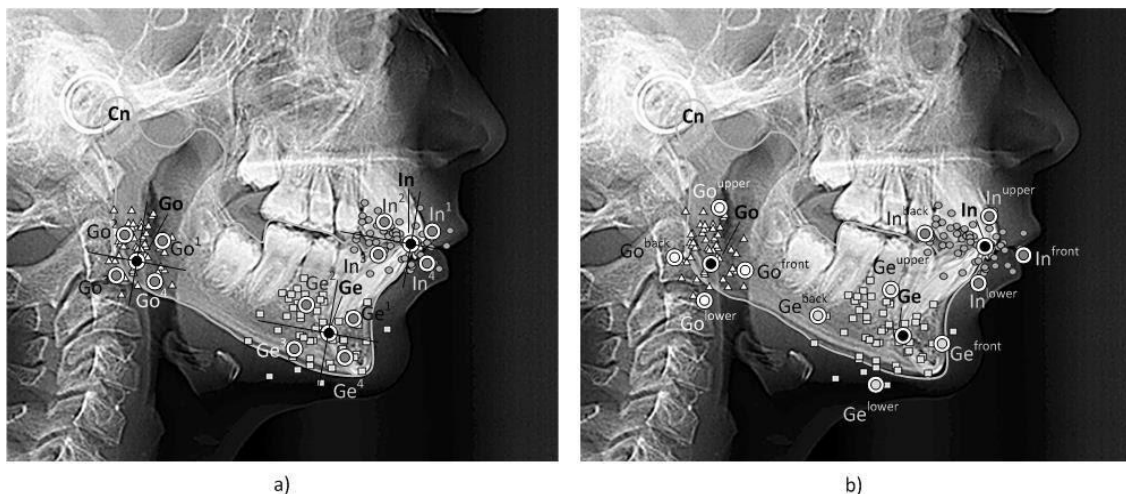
Radiografía de un paciente cuyos valores están cerca de los valores medios (puntos negros). La posición del gonion, la apófisis geni y el incisivo inferior se representa con triángulos, cuadrados y círculos respectivamente para los 52 sujetos estudiados. Los puntos analizados se representan con un círculo con un borde blanco. a) Puntos medios de los cuatro cuadrantes definidos para el incisivo, la apófisis geni y el gonion. b) Posiciones extremas superior, inferior, delantera y trasera para el incisivo, apófisis geni y gonion.
